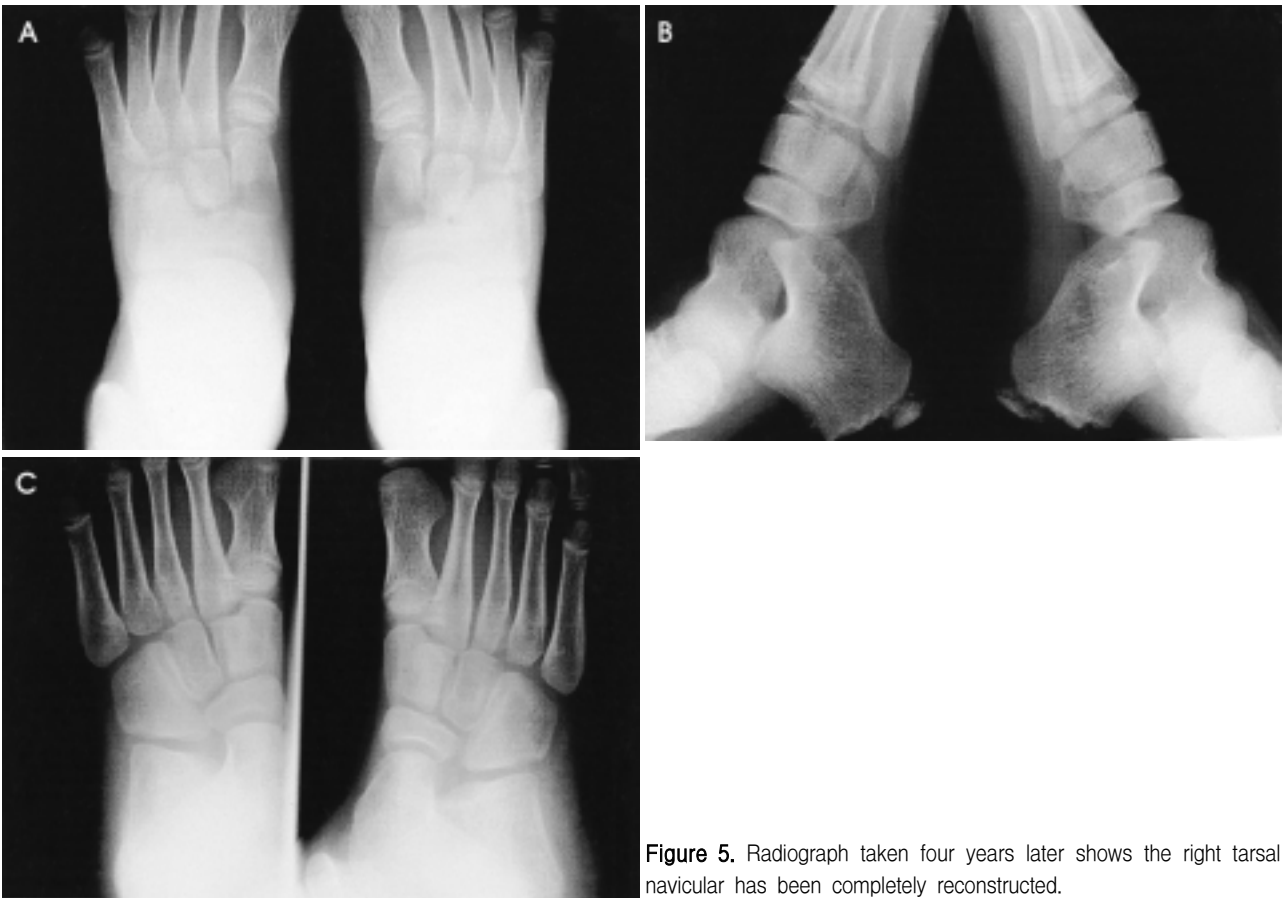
Radiograph taken four years later shows the right tarsal navicular has been completely reconstructed.
